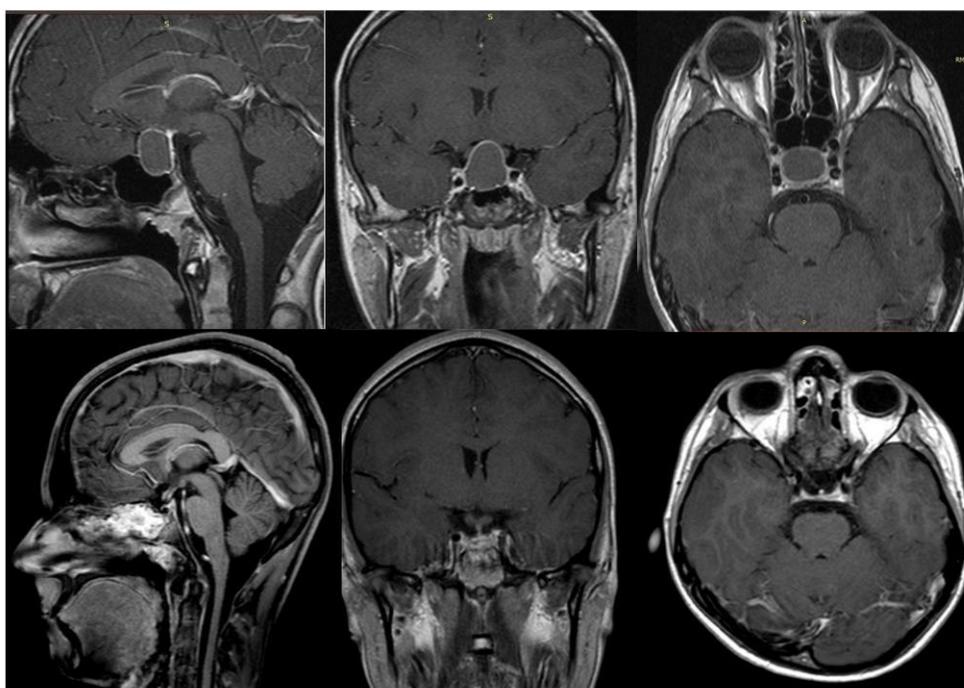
Studio RM encefalo pre- e post-operatorio
